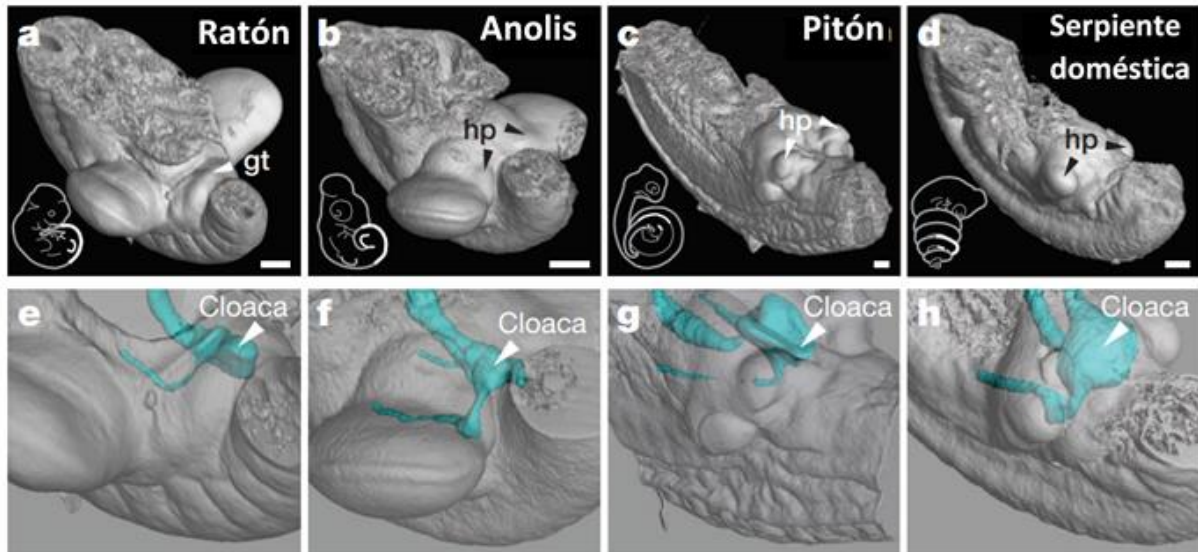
Un cambio de posición relativo de las extremidades, los genitales y la cloaca en escamatos. a – d, tomografías computarizadas de las regiones lumbosacras de ratón (a), anolis (b), pitón (c) y serpiente doméstica (d) resaltadas en color blanco en las etapas embrionarias, que ilustran la posición de los genitales externos en desarrollo. e – h, reconstrucciones tridimensionales de volúmenes cloacales. La cloaca se localiza en la misma posición anteroposterior que la extremidad en escamatos (f – h). Sin embargo, está posicionado más posteriormente en el ratón (e). Modificado de: Tschopp et al., 2014.
